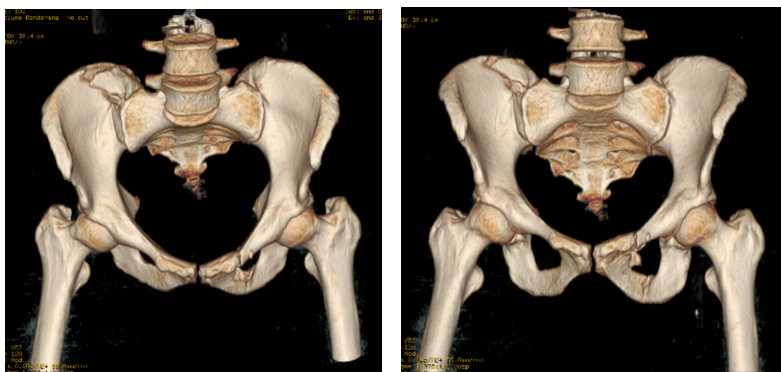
Tomografía simple de pelvis, evidenciándose múltiples fracturas en anillo pélvico
